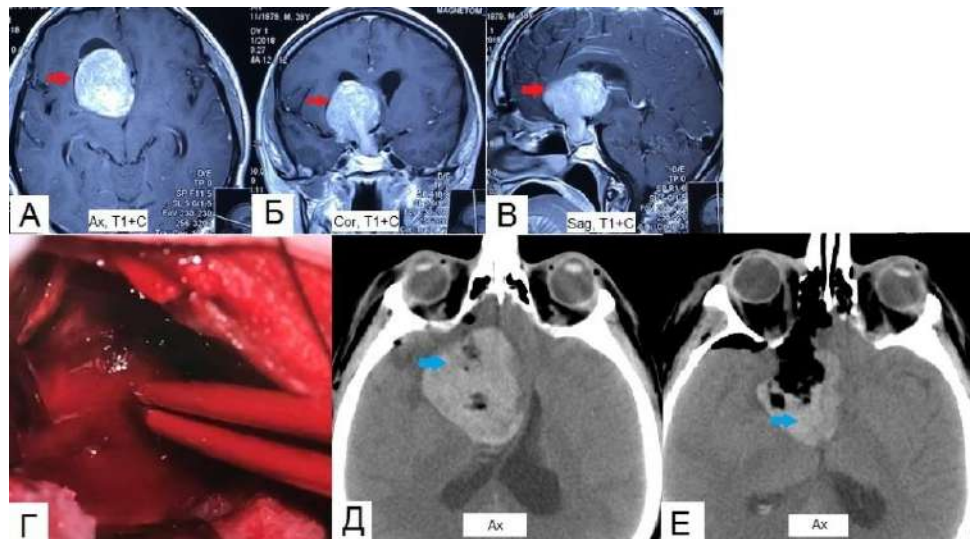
пациент 39 лет с диагнозом гигантская эндосупраселлярная аденома гипофиза (продолженный рост). После удаления гигантского продолженного роста аденомы гипофиза, на КТ после операции выявлено кровоизлияние в остатки опухоли. Красная стрелка указывает на опухоль.
